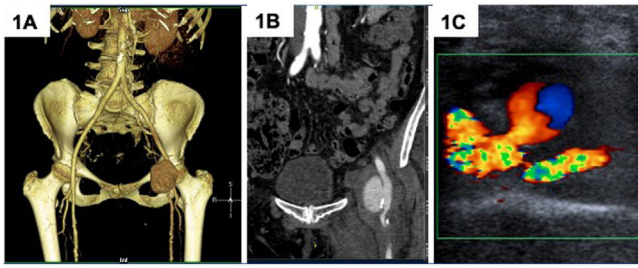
A-B) Caso 1. La angioTAC muestra a nivel de la arteria femoral común izquierda un gran PAF de 5,3 cm de diámetro máximo que presenta comunicación con la arteria sin cuello. C) Caso 2. El doppler arterial muestra una pequeña colección de 1,5 cm de diámetro medial a la arteria femoral común distal derecha; presenta relleno con flujo arterial en vaivén y tiene cuello corto.
